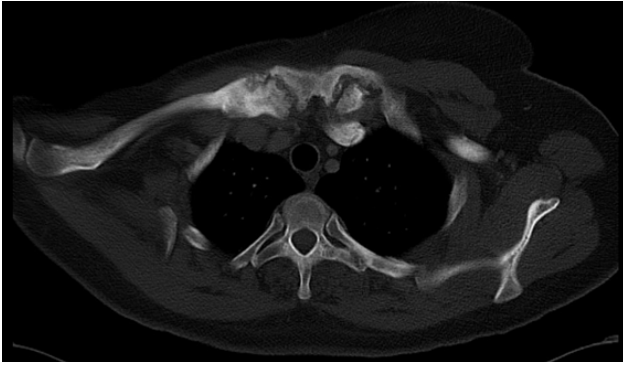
CT abnormalities interpreted as suggestive of osteomyelitis sequelae in the sternoclavicular regions.
